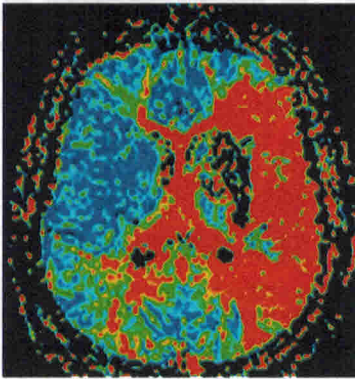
МРТ головного мозга. Перфузионно-взвешенный режим. Увеличение среднего времени прохождения контрастного вещества в левой гемисфере большого мозга (обозначено красным цветом), характеризующее расстройства микроциркуляции в области формирующегося инфаркта мозга и области ишемической полутени в острейшем периоде инсульта
